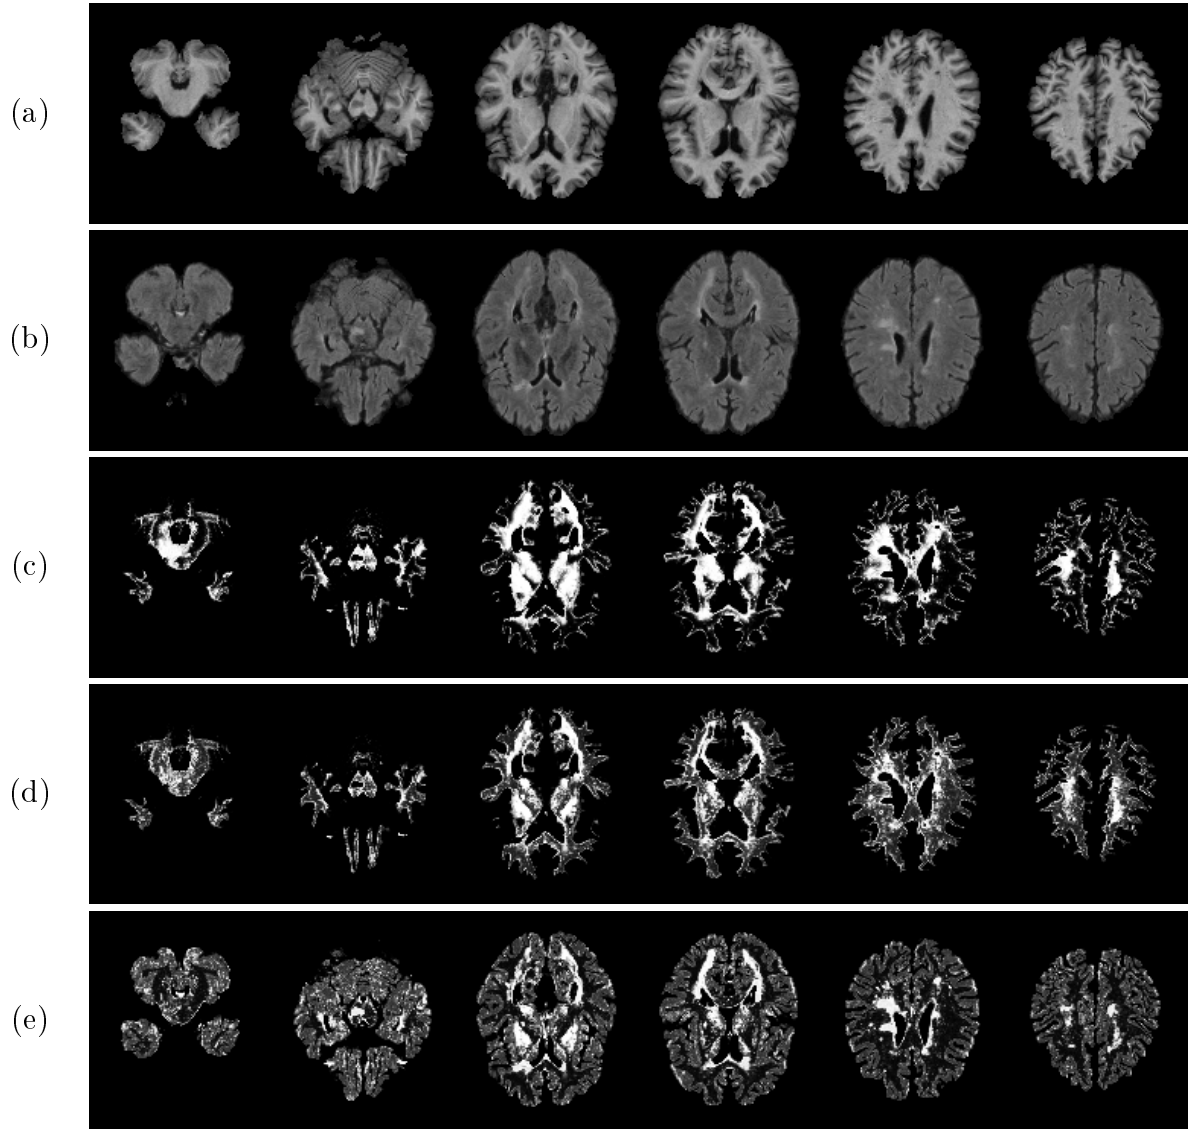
Vergleich der Energiefunktionen für Patient 1. (a) T_1 - und (b) FLAIR-Sequenzen, segmentierte Läsionen mit (c) Energiefunktion (2.11), (d) Energiefunktion (2.11) mit Parameterrestriktionen und (e) Energiefunktion (2.13). Nachbarschaft zweiter Ordnung.
